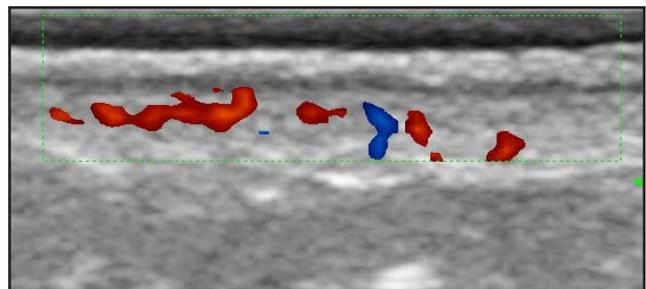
Doppler color: aumento vascularización en amplias áreas de la dermis.
